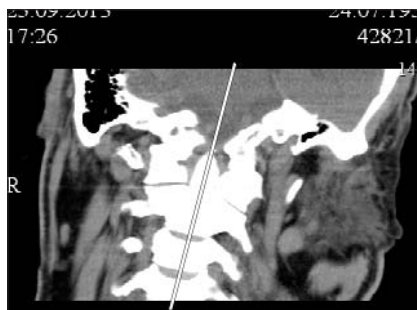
КТ ШОП во фронтальной проекции, выполненная у пациента И. Продольные оси головы и шеи составляют одну линию
